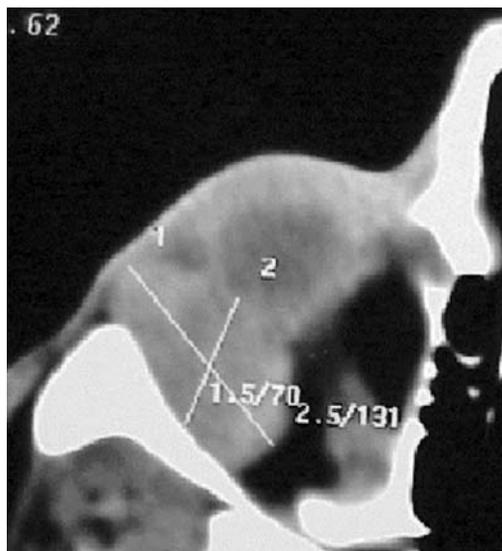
TAC órbita. Tumoración extraconal.
